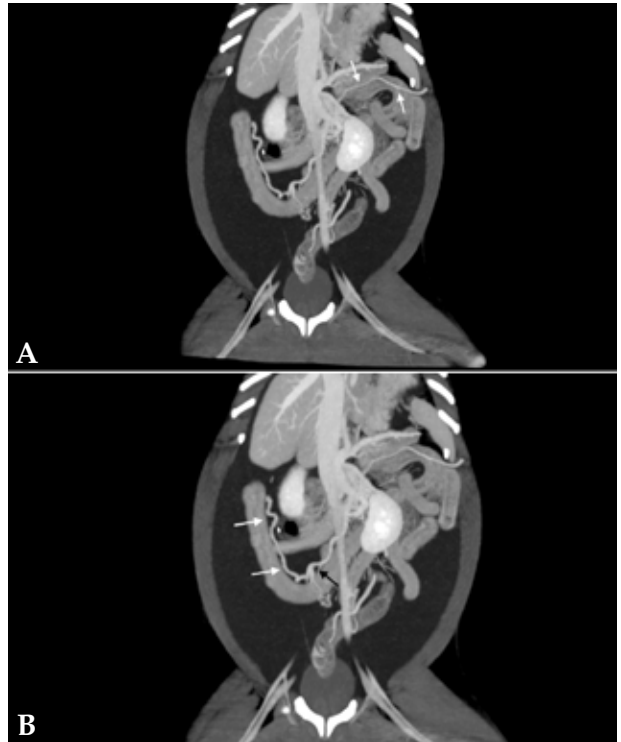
Imágenes de tomografía computarizada dorsales tras la administración de contraste intravenoso, ventana de tejido blando y con proyección de máxima intensidad (MIP) con sumatorio de cortes. (A) Se observa un vaso anómalo a partir de la vena esplénica que se dirige hacia caudal y medial del riñón izquierdo (flechas). (B) Se aprecia un vaso anómalo a partir de la vena pancreatoduodenal (flechas blancas) que desemboca en la vena mesentérica caudal (flecha negra).
